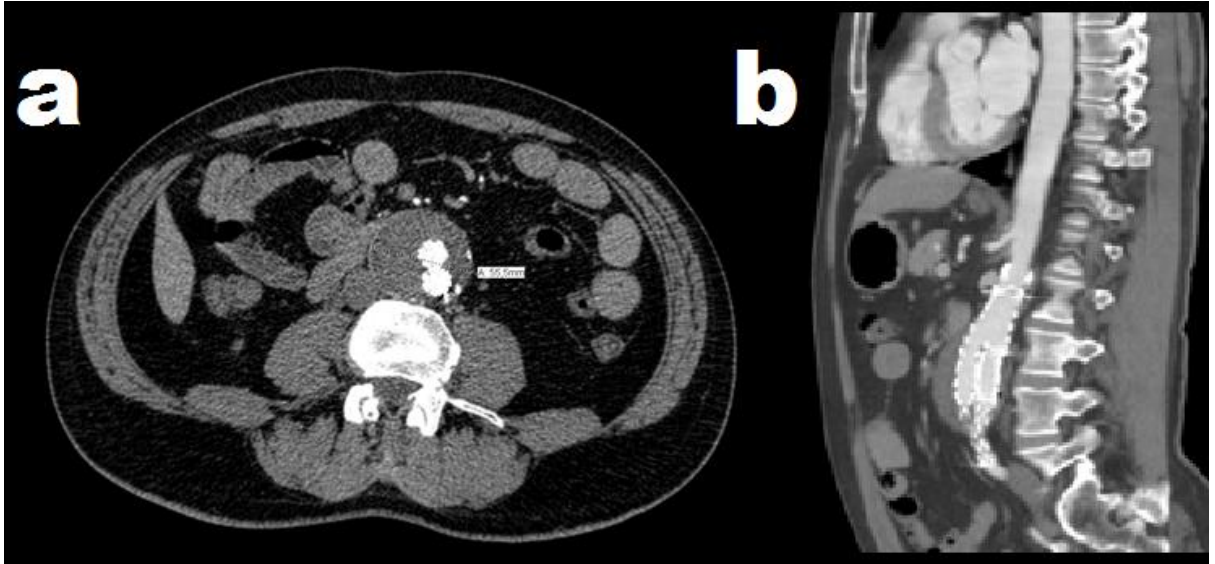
Abdominal aort anevrizması bulunan olgunun aksiyel (a) ve sagittal (b) reformat BT-angiyo görüntüleri.
